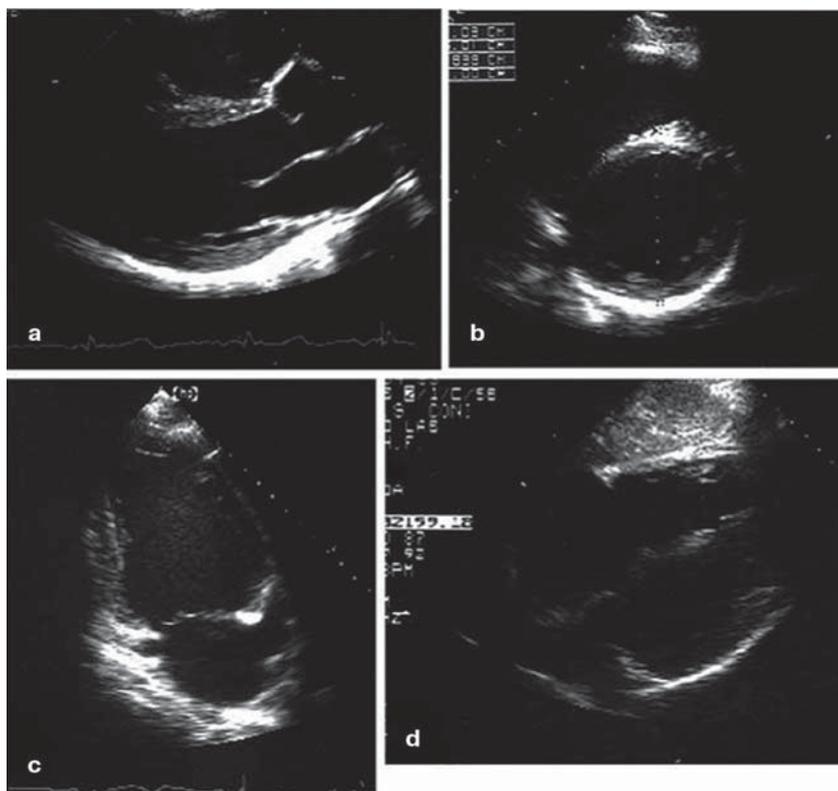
Двухмерная эхокардиографическая оценка: *a)* вид по длинной окологрудинной оси ЛЖ, *b)* вид по короткой окологрудинной оси ЛЖ на уровне сосков, *c)* апикальный вид с двумя камерами ЛЖ, *d)* субкостальный вид с четырьмя камерами ПЖ
